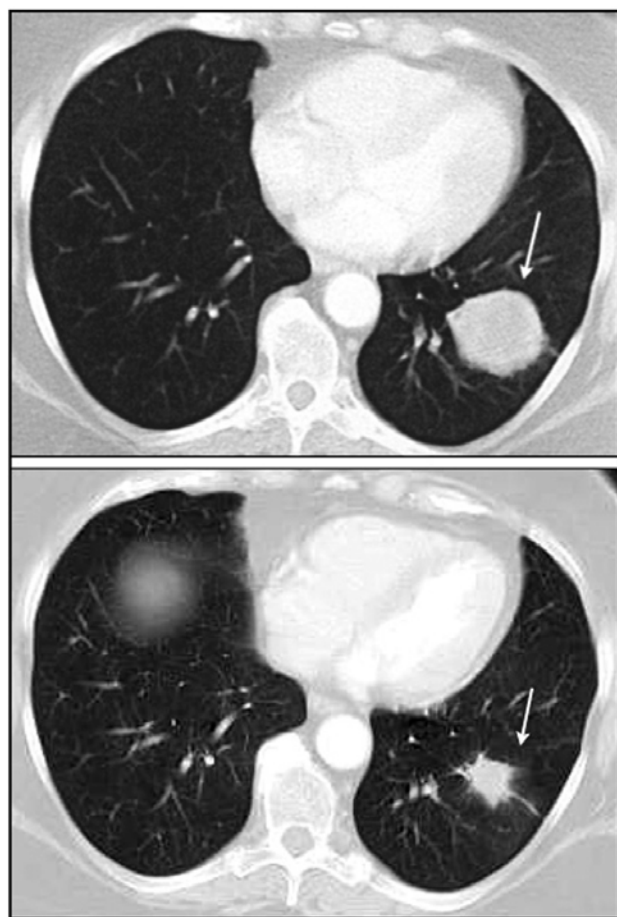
Выраженный регресс BRCA1-ассоциированного РМЖ под воздействием цисплатина. Данная пациентка была успешно прооперирована по поводу РМЖ, однако спустя полтора года при плановом обследовании у неё выявлен метастаз в лёгком. Лечение комбинацией эпирубина и доцетаксела привело лишь к непродолжительной стабилизации заболевания. В качестве второй линии терапии был назначен цисплатин (100 мг/м<sup>2</sup>); на компьютерной томограмме органов грудной полости наблюдается выраженное уменьшение размера метастатического очага после 4 циклов приёма препарата. Подробное описание данного клинического случая представлено в работе [27]
